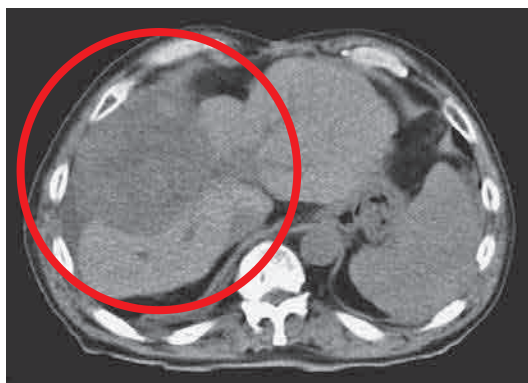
2 ヶ月前の術前腹部 CT. 肝切除面～横隔膜近傍に腫瘍性病変を認める (丸囲み). 4 ヶ月前と比して増大傾向である.
